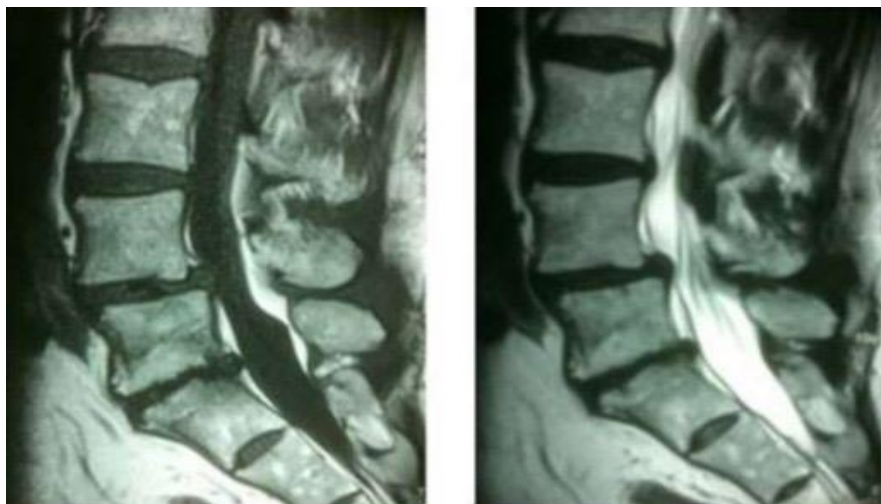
IRM lombaire : discopathies en L4-L5 et L5-S1 avec hypersignal
